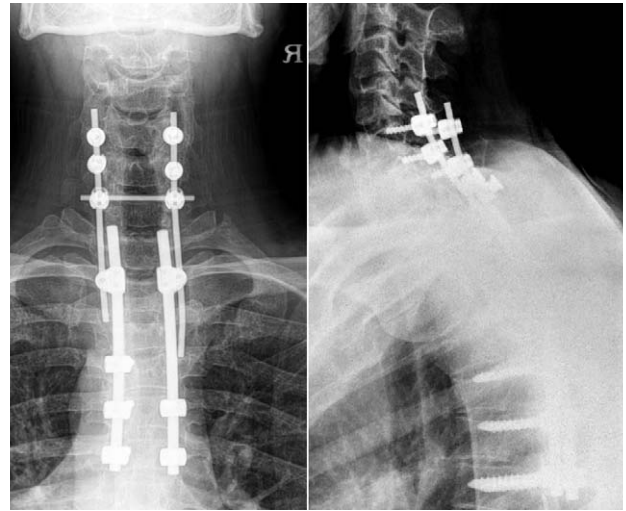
With one year follow up, postoperative roentgenogram shows no breakage of instrument and change in alignment of cervico-thoracic spine.
